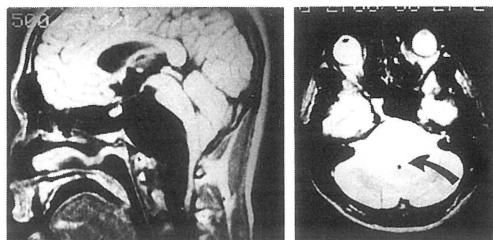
Case 1 MRI T1 (left) and T2 (right) images. A huge mass with equal intensities to CSF occupied posterior fossa to upper cervical spinal canal and backwardly displaced vertebral-basilar artery (arrow), infratentorial neural structures and upper spinal cord.
